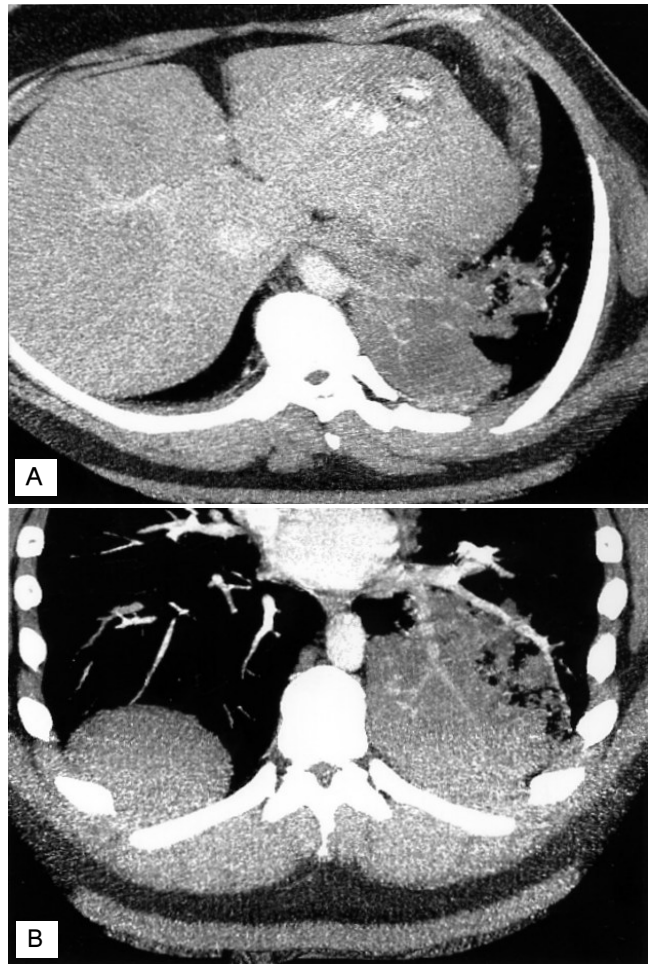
Enhanced CT scan of the chest shows feeding artery (A) of the intralobar pulmonary sequestration which is branching from the thoracic aorta. The venous drainage of the pulmonary sequestration is to left inferior pulmonary vein(B).
